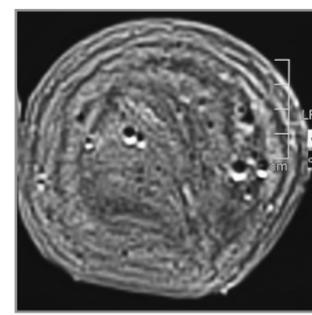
MRT, T2w-Bild einer Fleischwurst.
